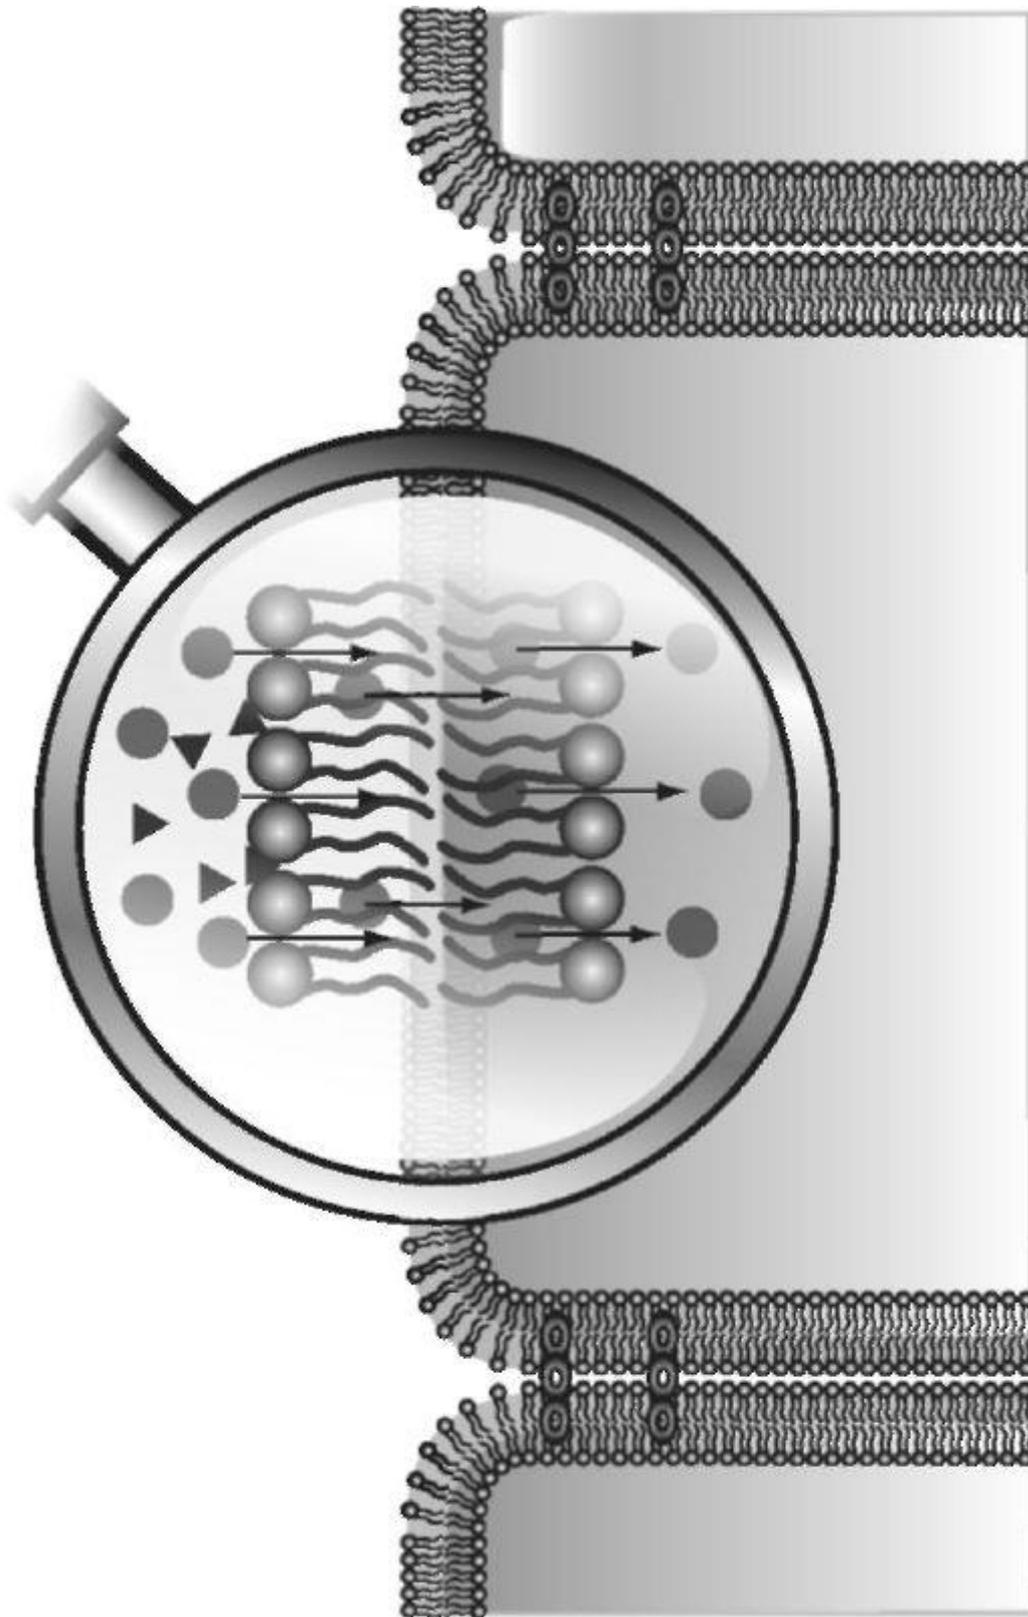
Диффузия лекарственных веществ через мембрану. Липофильные соединения (кружки) легко проникают через би-слой мембраны, растворяясь в образующих мембрану липидах. Гидрофильные вещества (треугольники) не могут диффундировать сквозь мембрану. Направление движения лекарственного препарата (стрелка)
